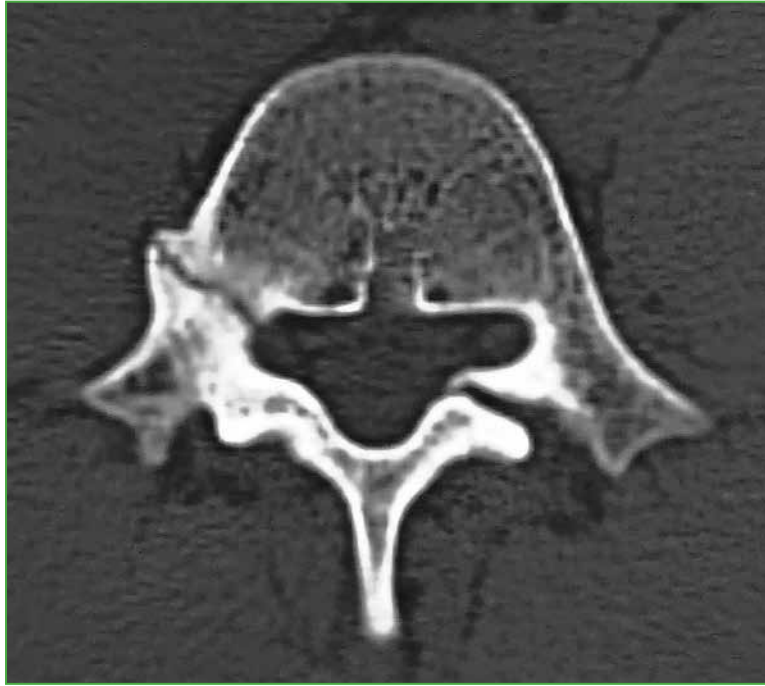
Tomografía computarizada de columna lumbar, corte axial. Se visualiza una fractura del pedículo derecho y espondilólisis izquierda de L5.
